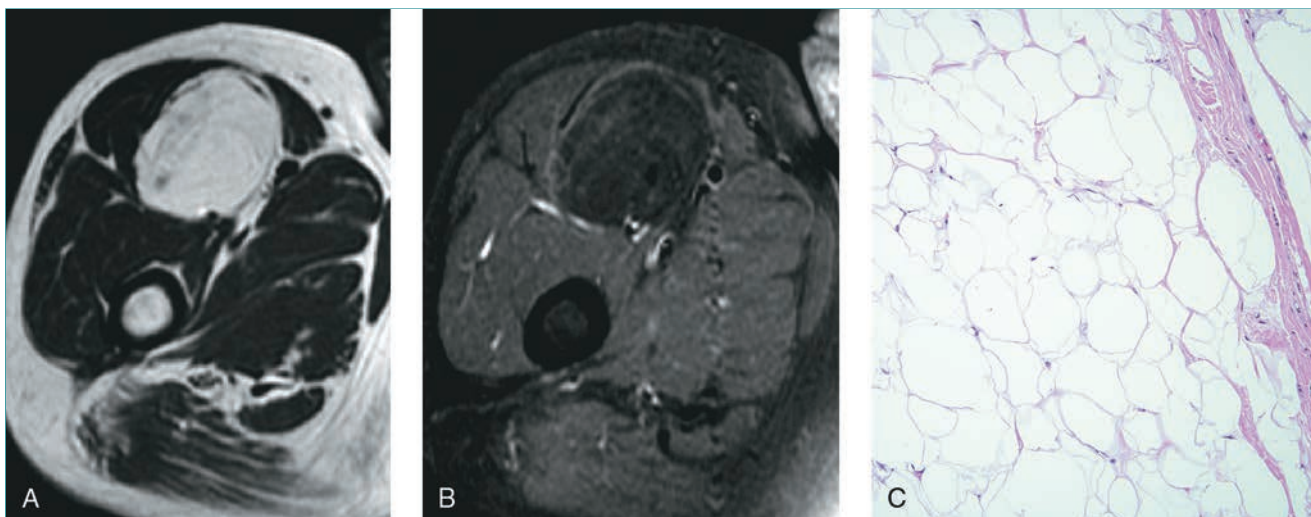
Lipoma intramuscular. Las imágenes de RM axiales en T1 con supresión grasa (A) y en T2 con supresión grasa (B) del muslo derecho revelan una lesión bien circunscrita con la misma intensidad de señal que la grasa subcutánea. Obsérvese que la lesión se suprime en las imágenes con supresión grasa, como es habitual en el lipoma intramuscular. C, La imagen microscópica muestra células grasas maduras sin atipia (hematoxilina y eosina). Se ve una cápsula fibrosa tenue.
